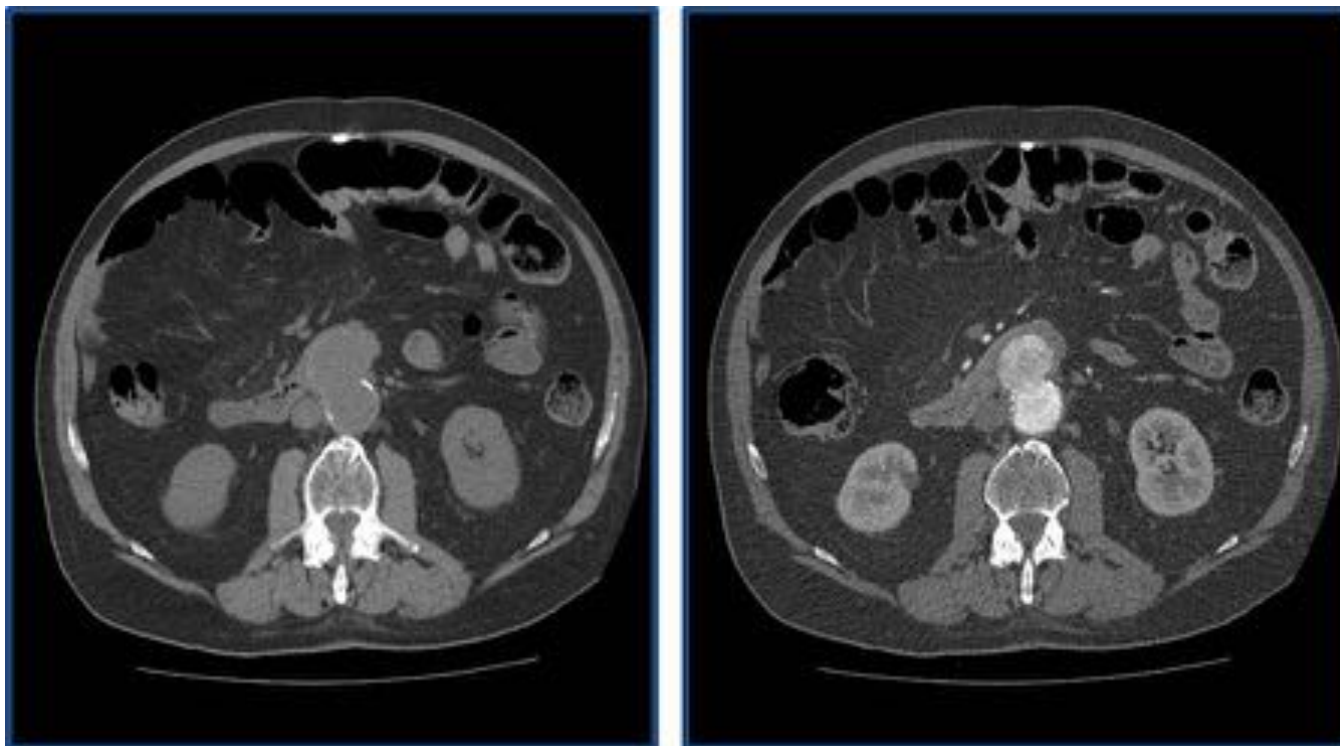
Paciente de la figura 1. Durante el ingreso persiste con dolor junto con HDA e hipotensión mantenida. TC control. Imágenes en corte axial en vacío y tras la administración de contraste en fase arterial. Se observa una pérdida del plano graso entre el duodeno y la pared de la aorta. Se identifica contenido hiperdenso en el interior del duodeno correspondiente a hematoma y posterior fuga del CIV desde la aorta hacia la luz intestinal, compatible con fistula aortoentérica.
